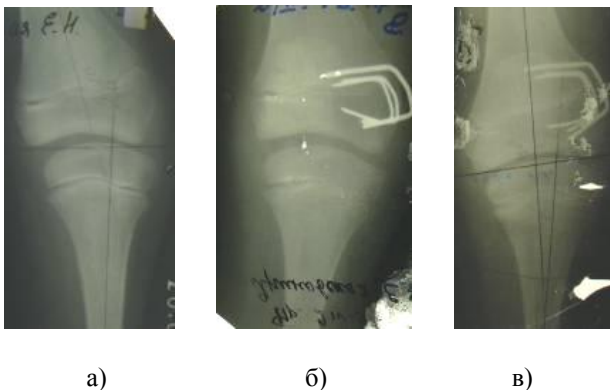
Рентгенограммы ребенка Я-ой: а) до начала лечения; б) расположение скобок; в) через 18 месяцев после операции
